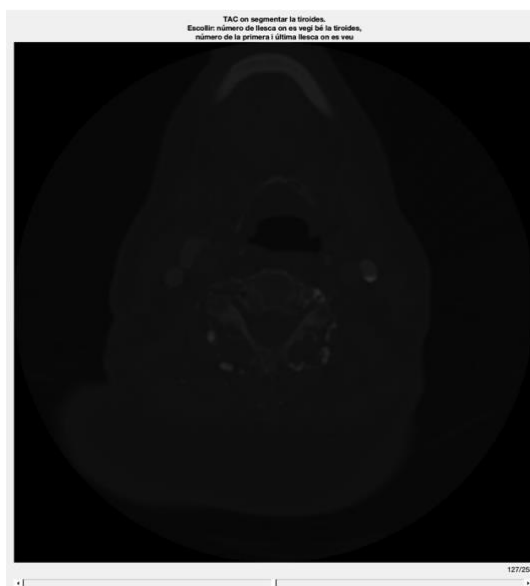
TAC per visualitzar
